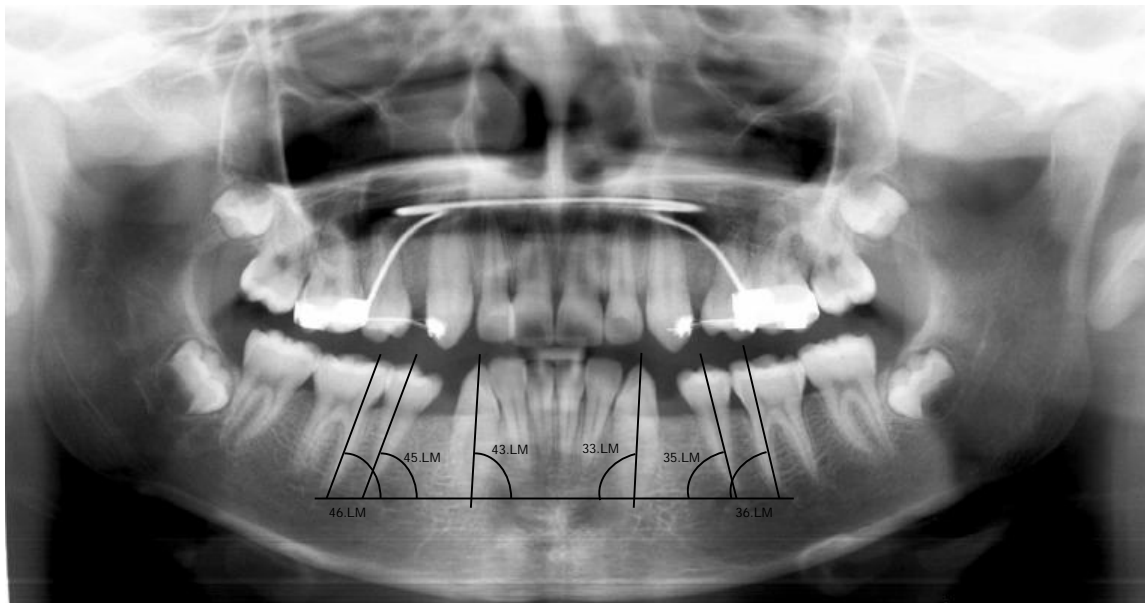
Ângulos avaliados na radiografia panorâmica
